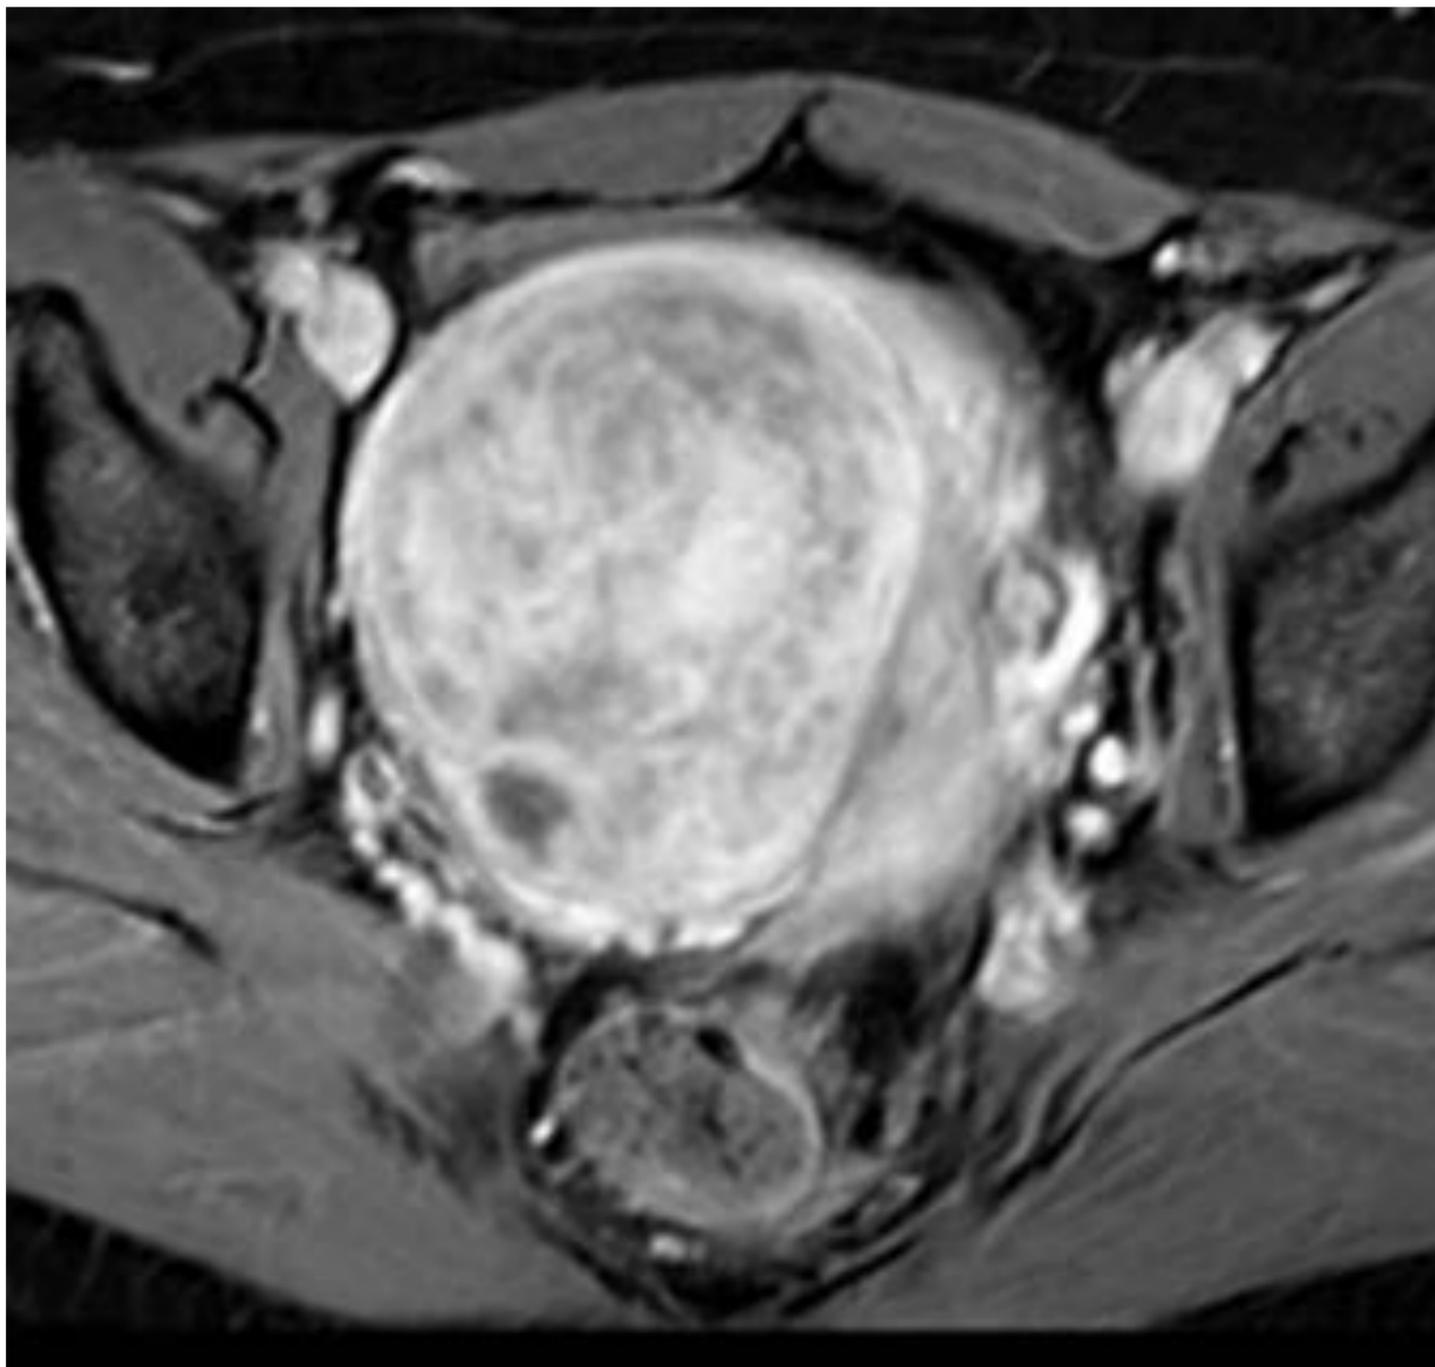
Imagen RM en la misma paciente. Corte axial en T1 con supresión grasa y con contraste, observando intenso realce del mioma.
